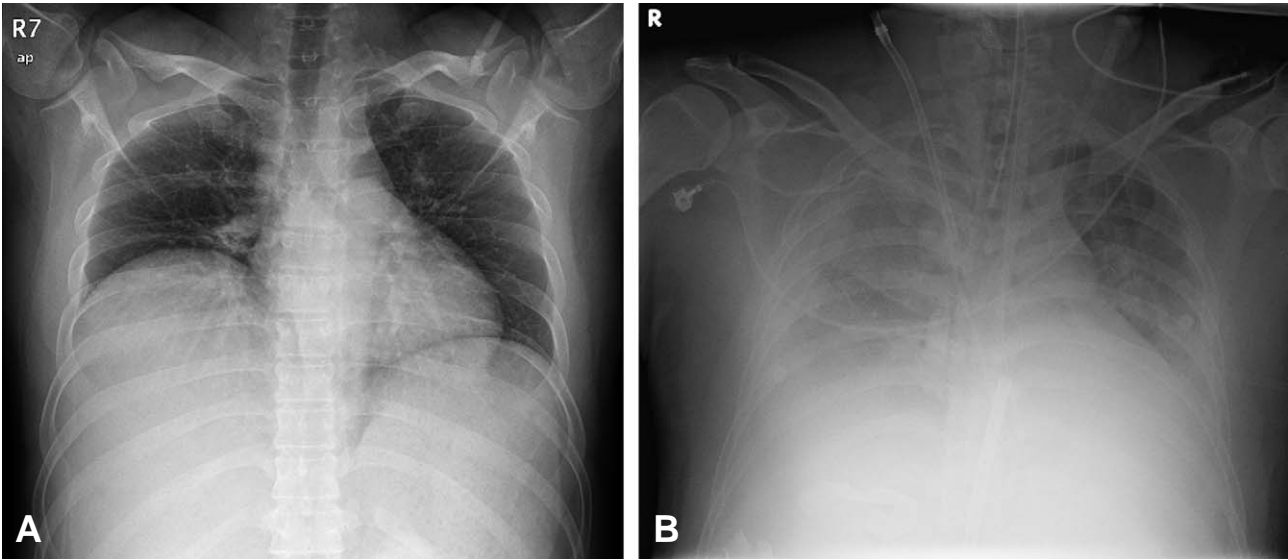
Chest radiograph of a TRALI patient, preoperative state (A), showing the bilateral infiltrates
